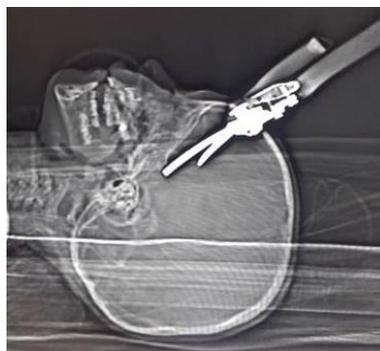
МСКТ топограмма головного мозга
